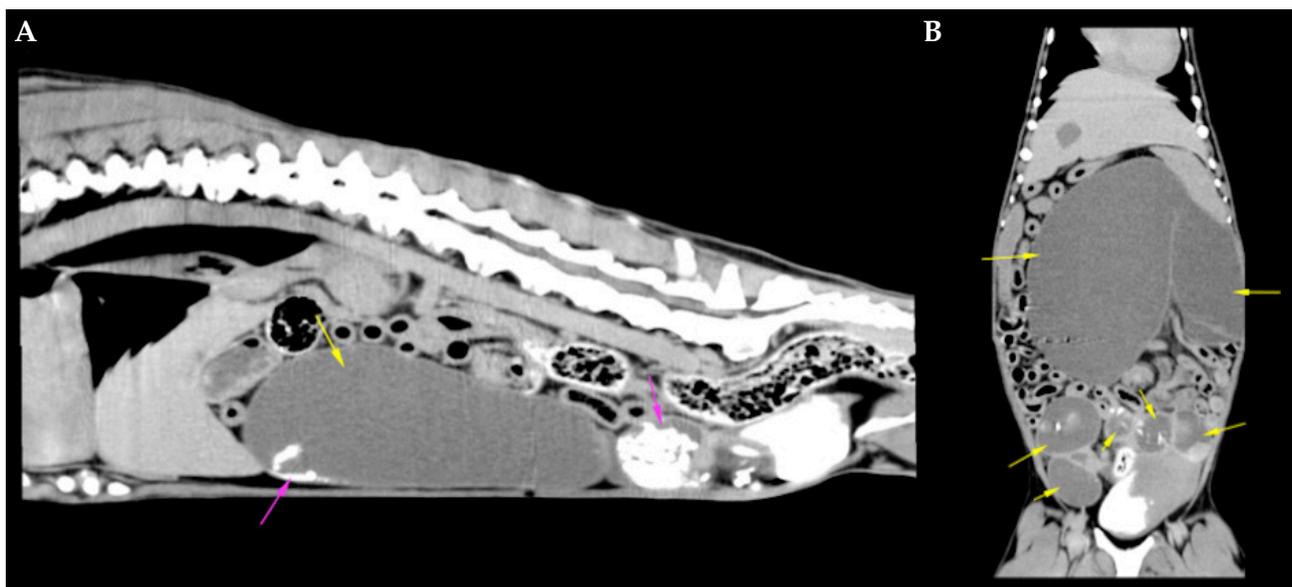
Tomografías computerizadas prequirúrgicas del abdomen. (A) Corte sagital. (B) Corte dorsal. Se observa una gran distensión uterina con contenido líquido (flechas amarillas) y estructuras hiperatenuantes mineralizadas en su interior (flechas rosas).
